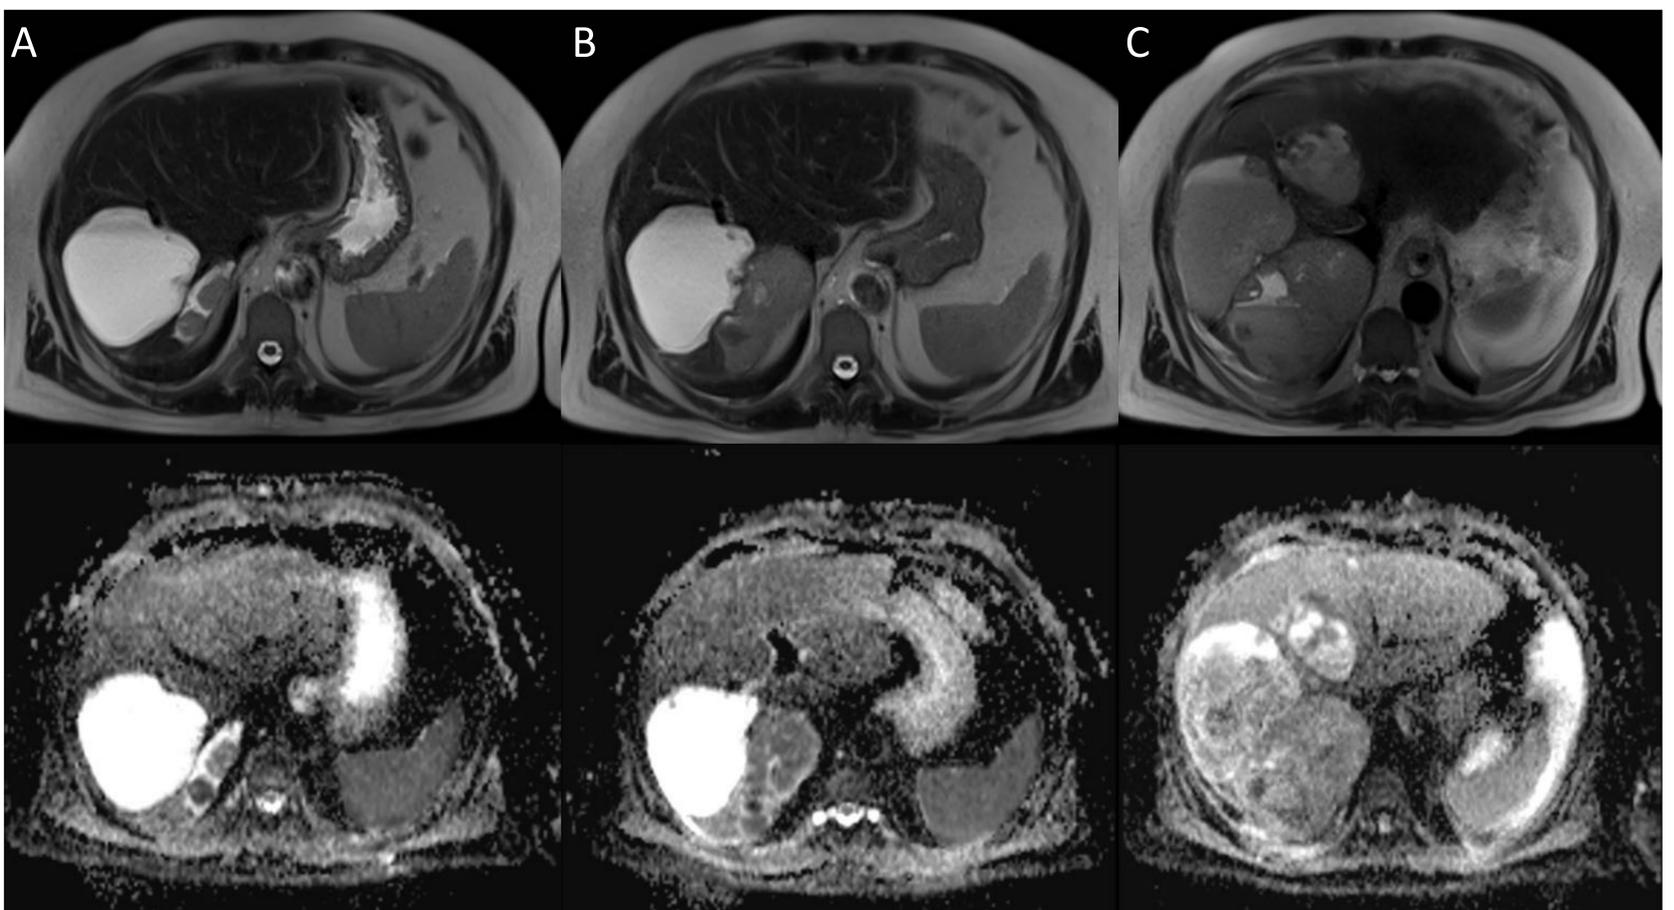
RM de hígado con difusión del mismo paciente de la figura anterior. A) Estudio a los 13 meses del TC inicial. B) Control 17 meses. C) Control 23 meses. Se aprecia progresión de los dos nódulos intratumorales y pérdida del componente quístico.
